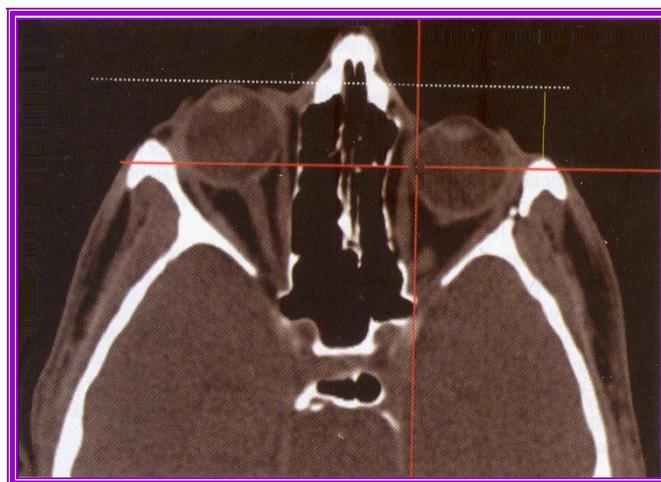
Tomografía axial computarizada ¹⁸
